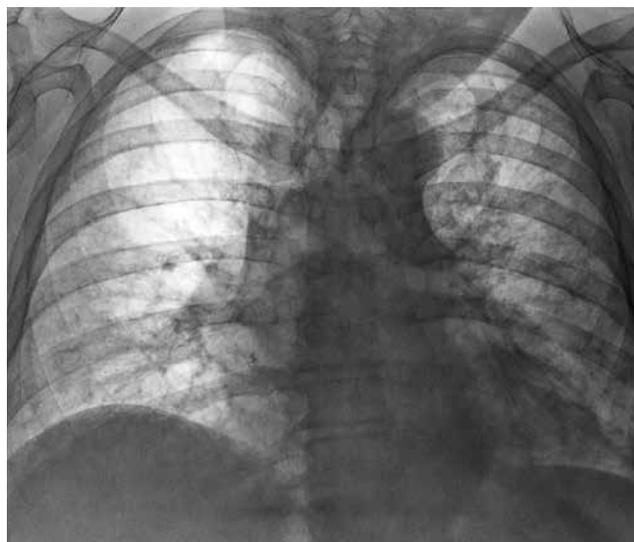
Прямая рентгенограмма грудной клетки больной К. (57 лет) от 02.09.2013 г.
